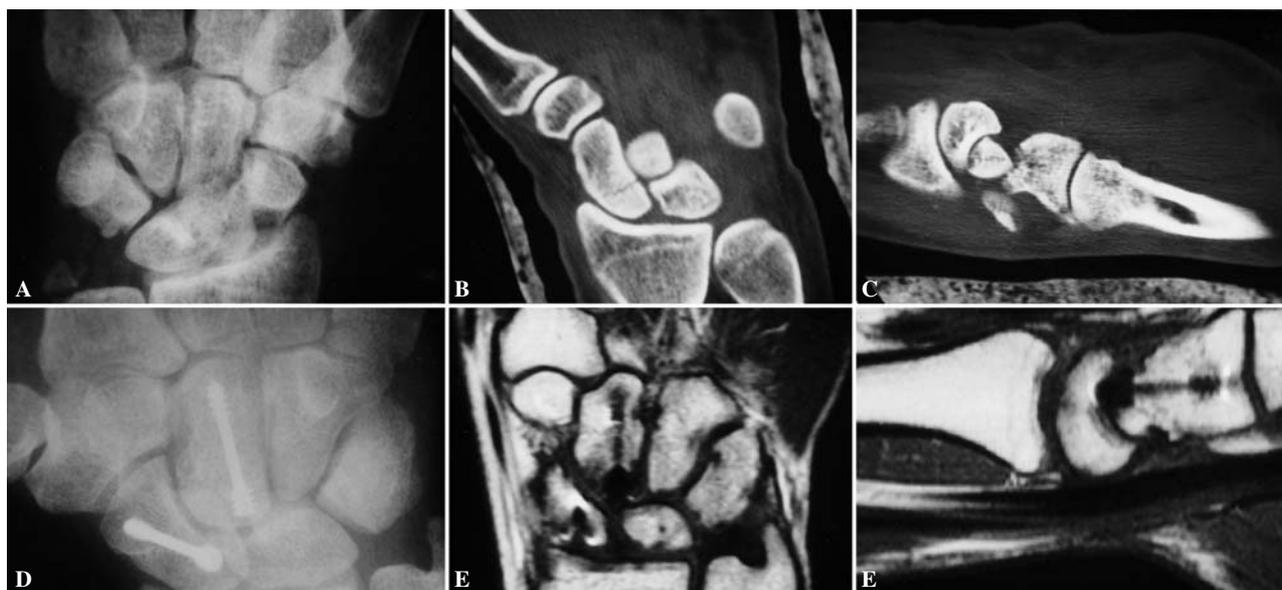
A: Fractura-luxación transescafo-hueso grande o Síndrome de Fenton. Proyección PA. B: TC mostrando la fractura de escafoides. C: TC mostrando la fractura de hueso grande y la rotación del fragmento proximal. D: Radiografía a los 3 meses de la osteosíntesis con tornillos de Herbert. Consolidación de las fracturas. E: Corte coronal y sagital de RM a los 6 meses postop. Correcta alineación, morfología y viabilidad de escafoides y hueso grande.
